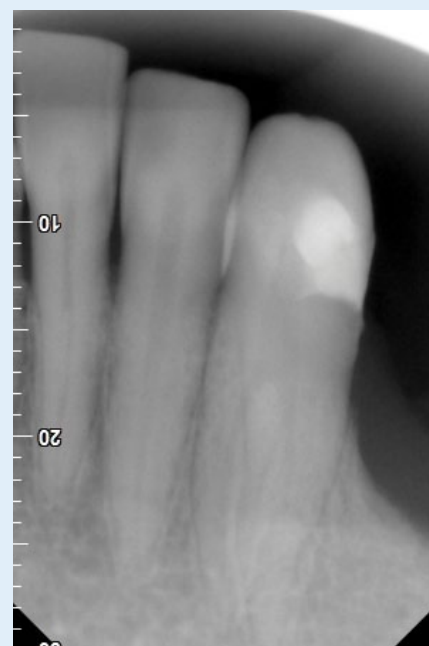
radiografia inicial (mesio-radial)
